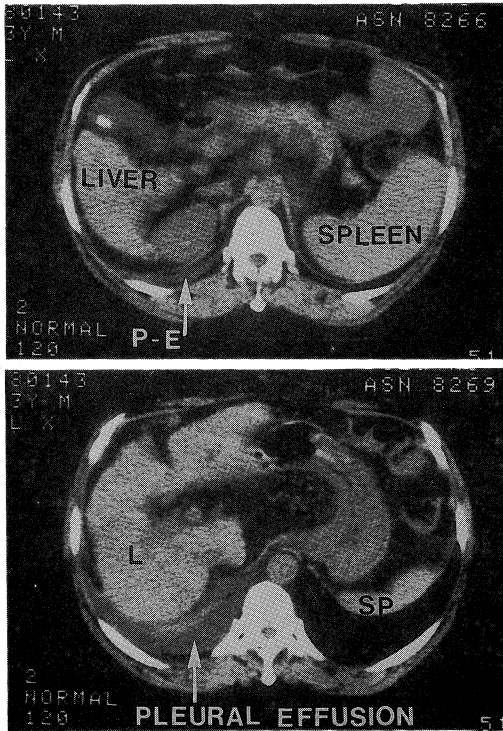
X ray CT shows no ascites (above) but right pleural effusion (below) on 2nd admission.
